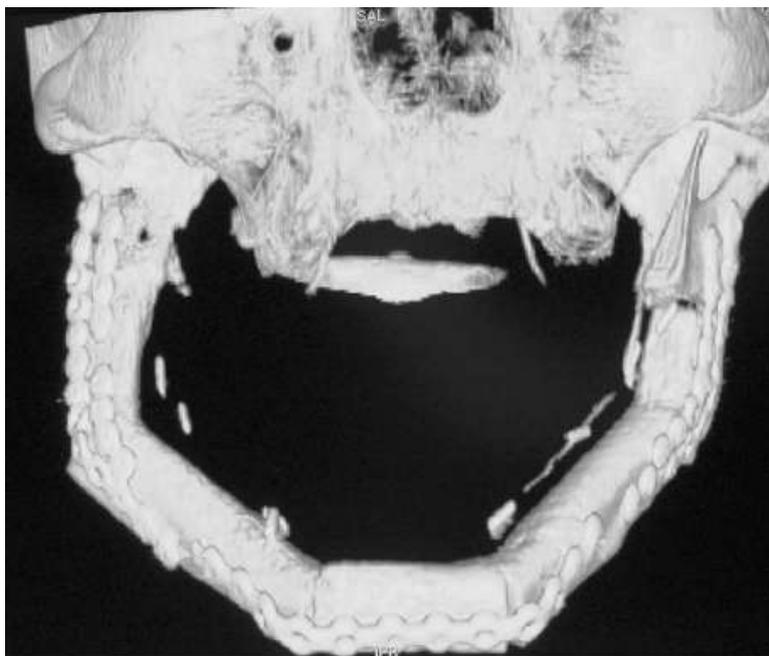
TDM 3D de la reconstruction mandibulaire d'un homme de 72 ans grâce à 5 lambeaux de fibula 1 an après l'intervention (220).
